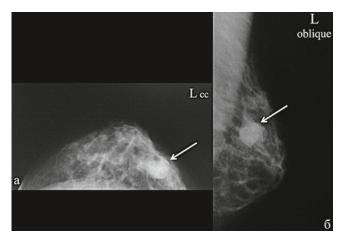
Рентгеновская маммография в прямой (а) и косой (б) проекциях. В верхне-наружном квадранте левой молочной железы определяется участок уплотнения овальной формы однородной структуры, высокой рентгенологической плотности, с четкими ровными частично скрытыми за окружающими тканями контурами (стрелка)
